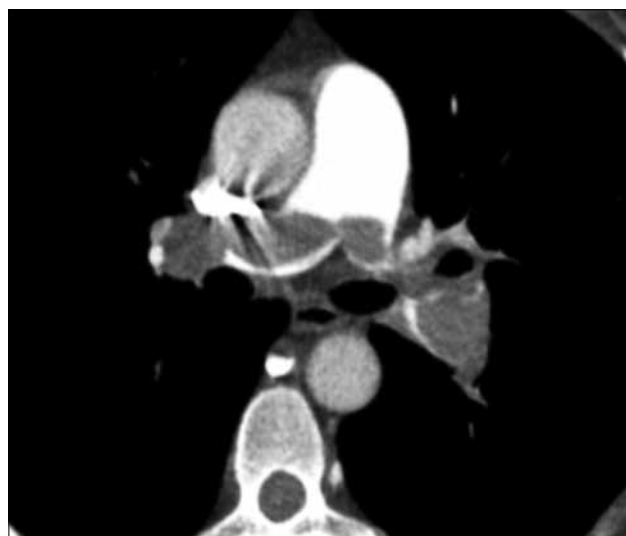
Фрагмент КТ-ангиопульмонографии, аксиальная проекция. Множественные дефекты контрастирования легочного ствола, главных легочных артерий, а также долевых артерий справа и слева, массивная ТЭЛА, тромб «наездник», расположенный на бифуркации ствола легочной артерии
